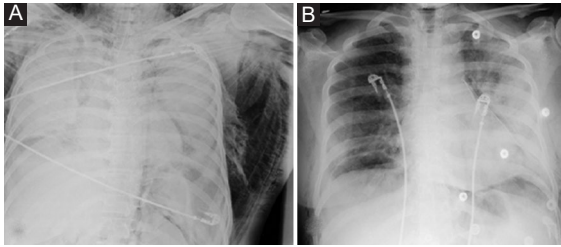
A: Chest X-ray shows left pneumothorax and subcutaneous emphysema. B: Chest X-ray shows expanded left lung after tube thoracostomy.
